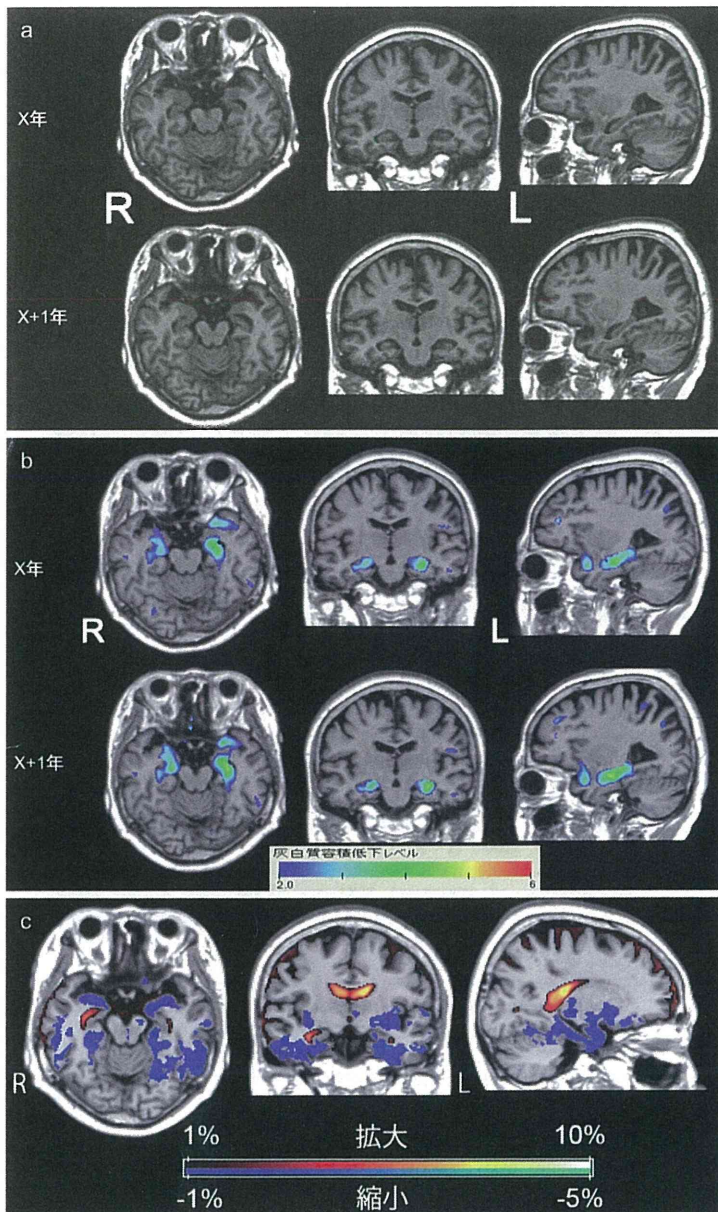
AD 初期の 70 歳代女性の経年的 MRI と萎縮解析
